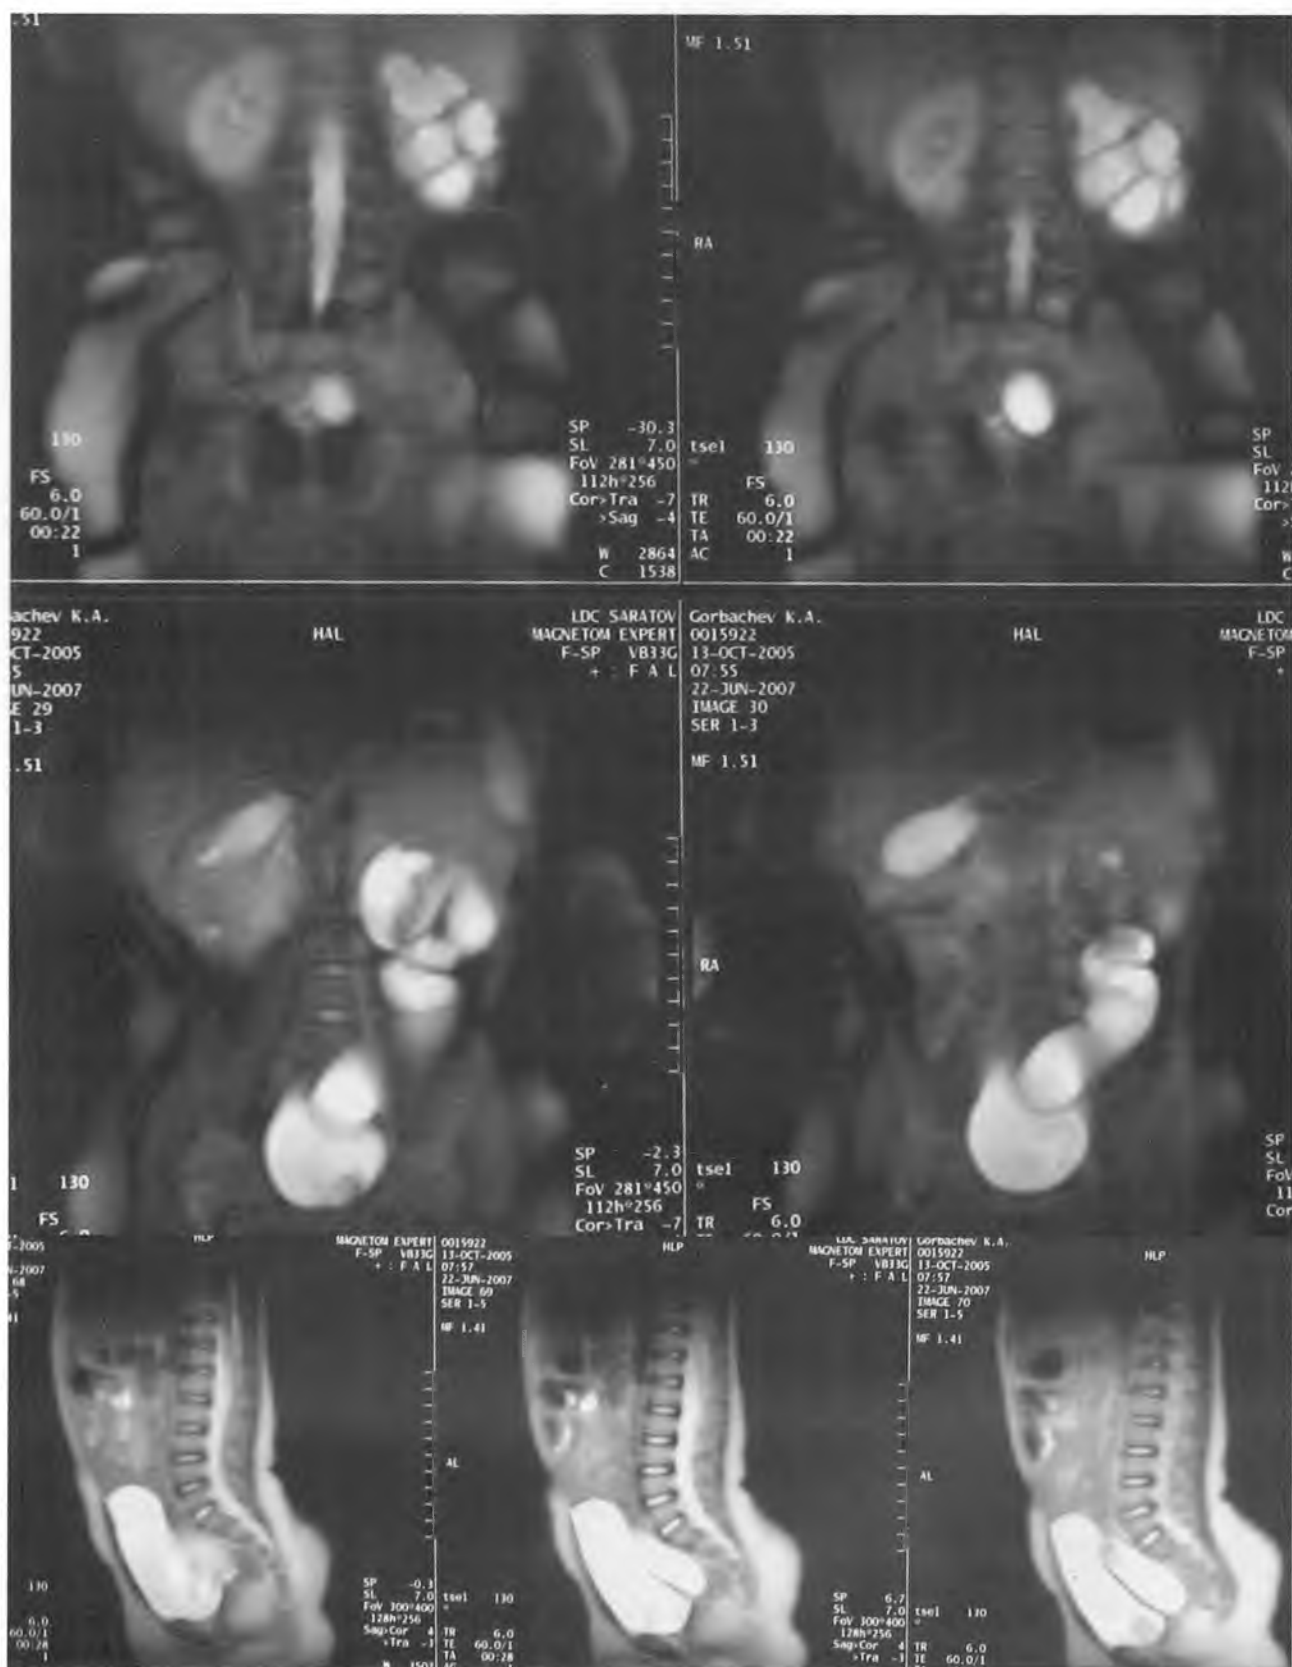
Магнитно-резонансная томография — на серии снимков визуализируется тяжелый уретеро-гидронефроз слева с резко истонченной паренхимой почки
